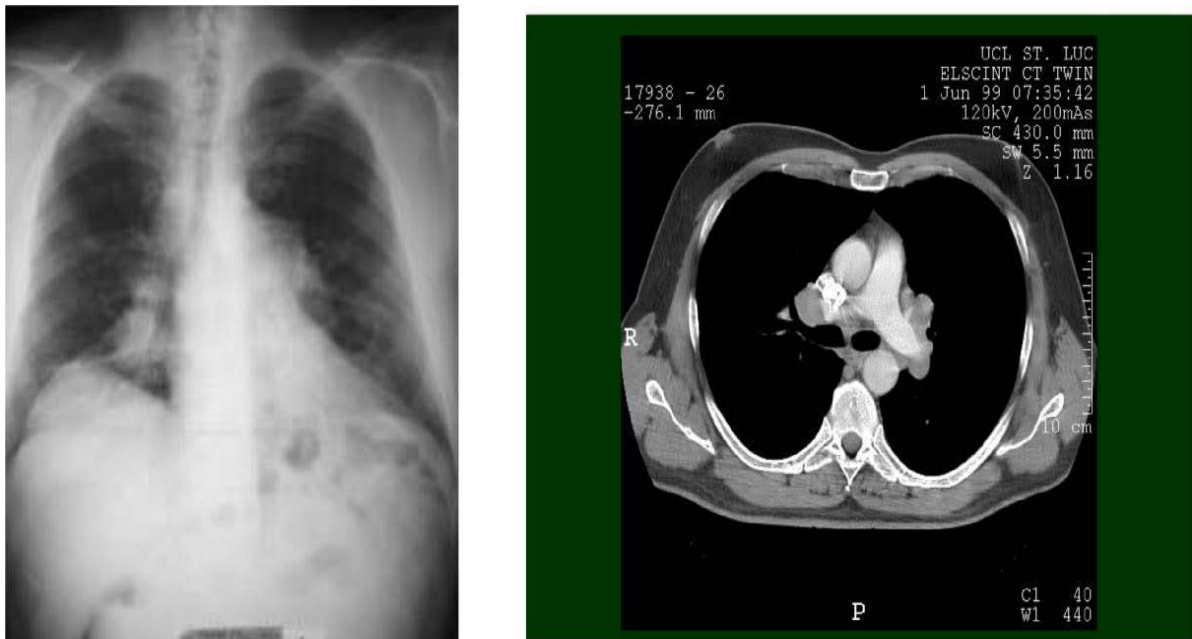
Adénopathies Hilo-médiastinale bilatérales sur radiographie standard et TDM
